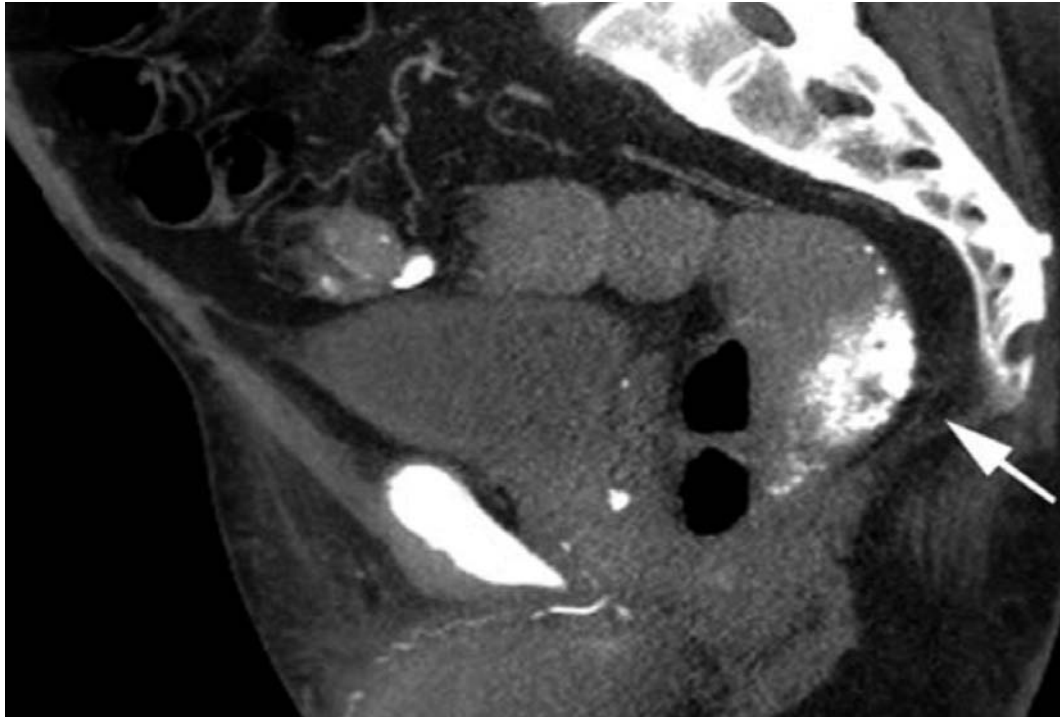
Imagen de TAC. Corte sagital la flecha señala el punto de sangrado.
